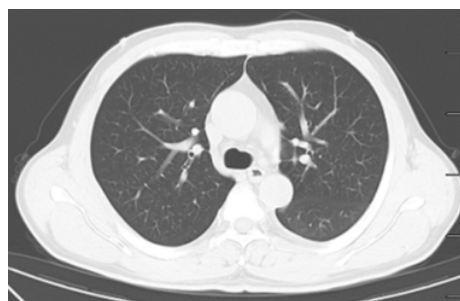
Chest CT reexamination after 1 year
